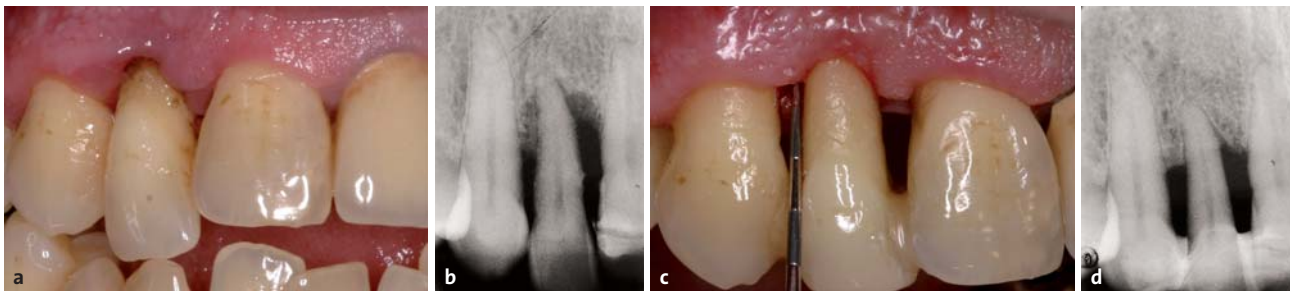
Zahn 12. a und b) Ausgangssituation. c und d) Gekürzter und mit Komposit an den Nachbarzähnen geschienter Zahn 12 mit röntgenologisch sichtbarer Knochenregeneration nach Initial- und einjähriger Erhaltungstherapie.
